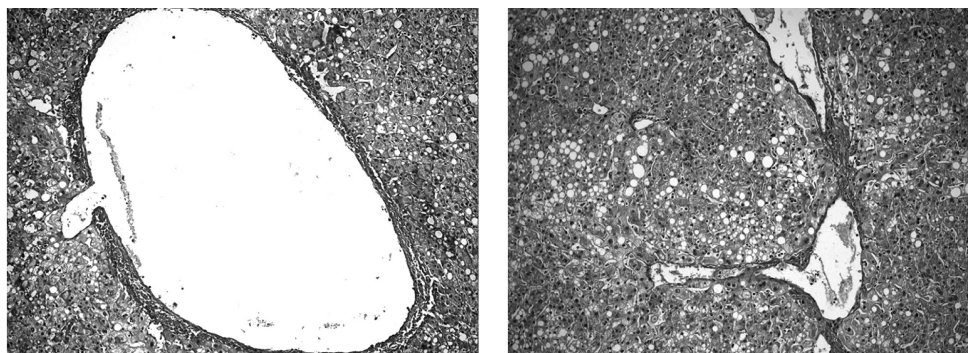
Слева – препарат левой доли печени после статической консервации (значительные изменения – некроз, дилатация центральной венулы); справа – препарат правой доли печени после гипотермической машинной перфузии (минимальные изменения). Окраска: гематоксилин, эозин. $\times 20$
